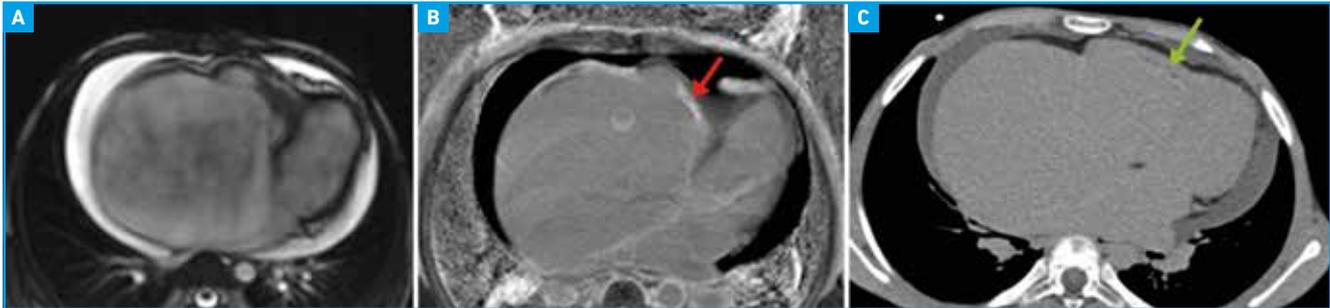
Diagnostic d'une fibrose endomyocardique du VD chez une jeune Guinéenne de 15 ans admise en grande insuffisance cardiaque droite. Séquences de ciné-IRM en 4 cavités (A) montrant une dilatation majeure de l'oreillette droite, un aspect comblé de la pointe du ventricule droit (VD) avec, sur les séquences de rehaussement tardif (B), un rehaussement endocardique (flèche rouge) avec fin thrombus à la surface du VD, confirmé au scanner (flèche verte) (C).
